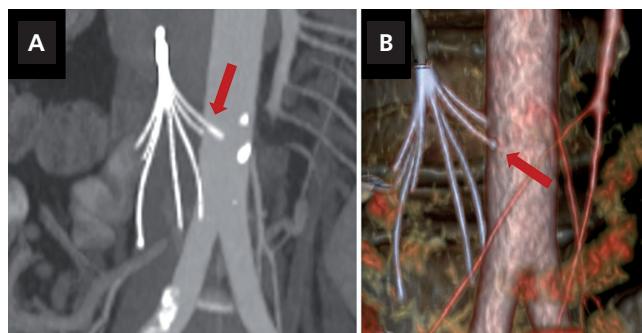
CT angiografické vyšetrenie brušných ciev – následne spracovaný (post-processing) axiálny rez. Vyšetrenie zobrazuje penetráciu kotviacich elementov kaválneho filtra do retroperitoneálneho priestoru a okolitých štruktúr. Červená šípka označuje aortu, modrá dolnú dutú žilu.
